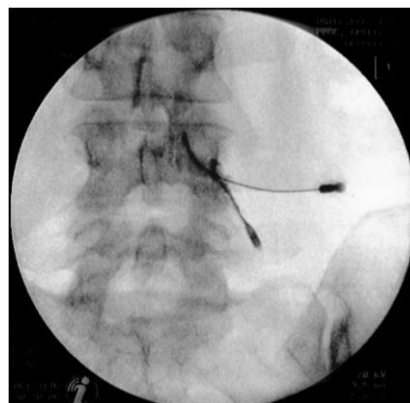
Röntgenbild einer lumbalen intraforaminalen Radikulographie. Die Röntgenaufnahme zeigt, dass sich das Kontrastmittel auch im Neuroforamen (Foramen intervertebrale) verteilt. (10)
